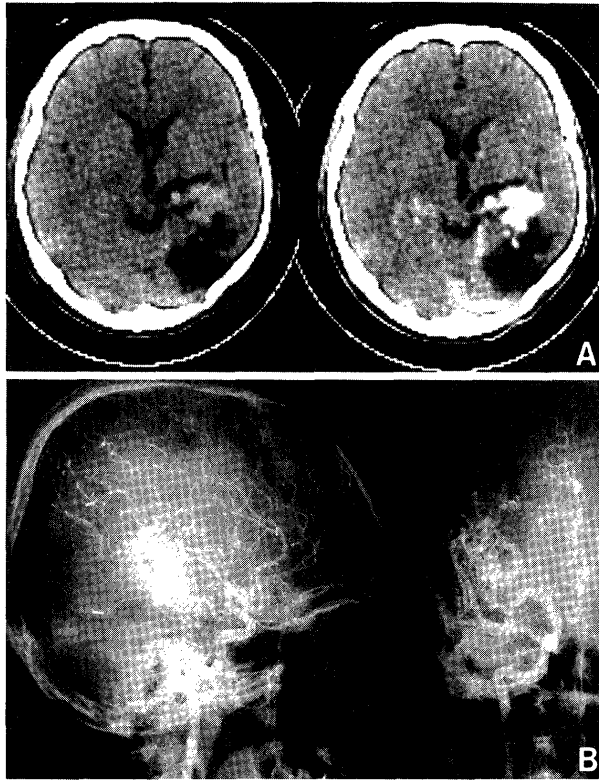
Preoperative computerized tomography (CT) scans [pre- (left) and post- (right) contrast enhancement] (A) and right carotid angiograms (B) showing an arteriovenous malformation. Low density area in the right temporo-occipital region on CT is the trace of an old hematoma.
